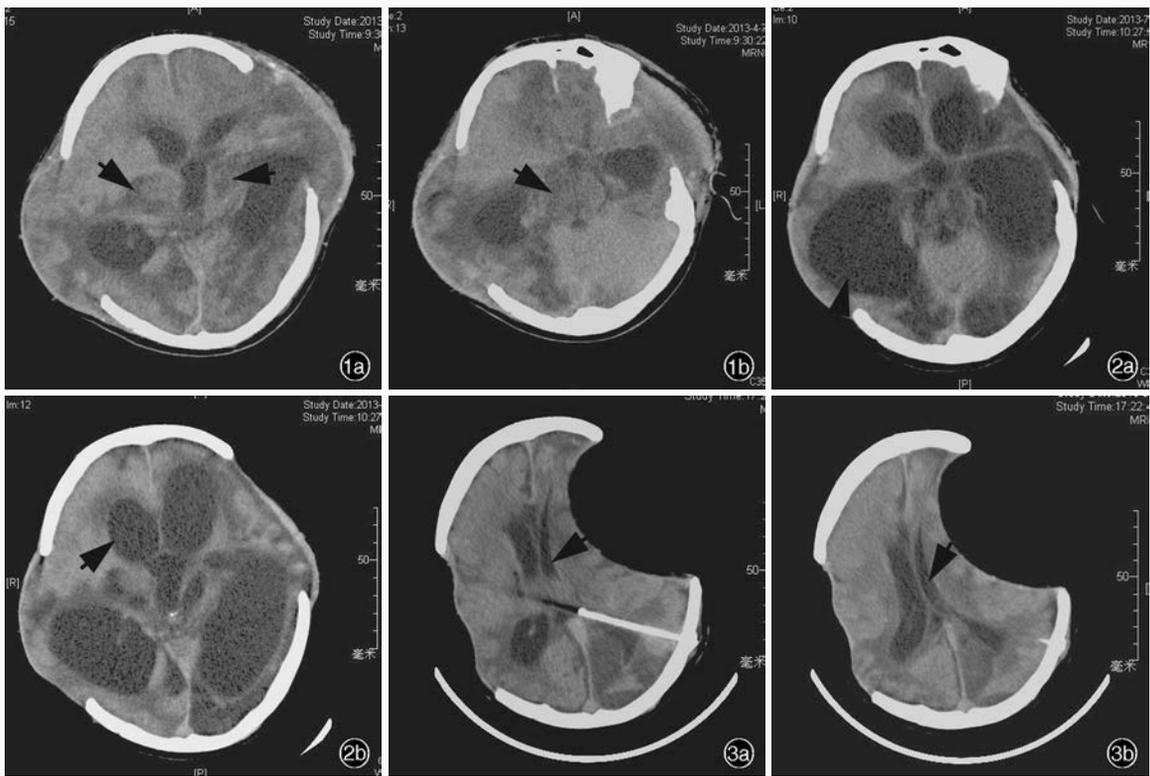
例 1 患者伤后 1 个月头部 CT 检查所见 1a 下丘脑呈缺血性低密度影(箭头所示) 1b 中脑呈缺血性低密度影(箭头所示) 图 2 例 1 患者伤后 118 d 头部 CT 检查所见 2a 可见脑积水,侧脑室枕角明显扩大(箭头所示) 2b 可见脑积水,侧脑室额角明显扩大(箭头所示) 图 3 例 1 患者行脑室-腹腔分流术后,头部 CT 检查所见 3a 脑室明显缩小(箭头所示),可见侧脑室枕角分流管 3b 脑室明显缩小并呈过度分流(箭头所示)
